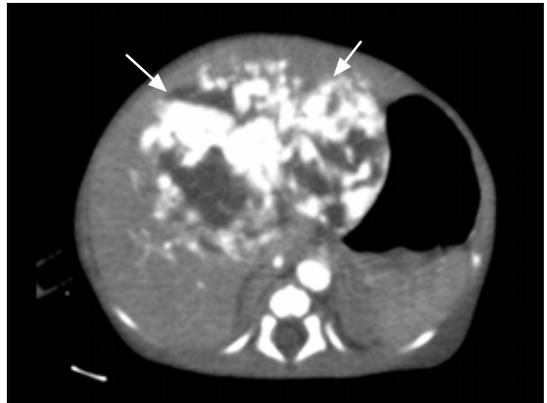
Abdominal CT Scan taken at 3 days of age in patient 1 showing hypervascular mass with some calcifications seen in the left lobe of liver with dilated celiac axis, hepatic artery and hepatic veins, tortuous feeder and draining veins (arrows).
